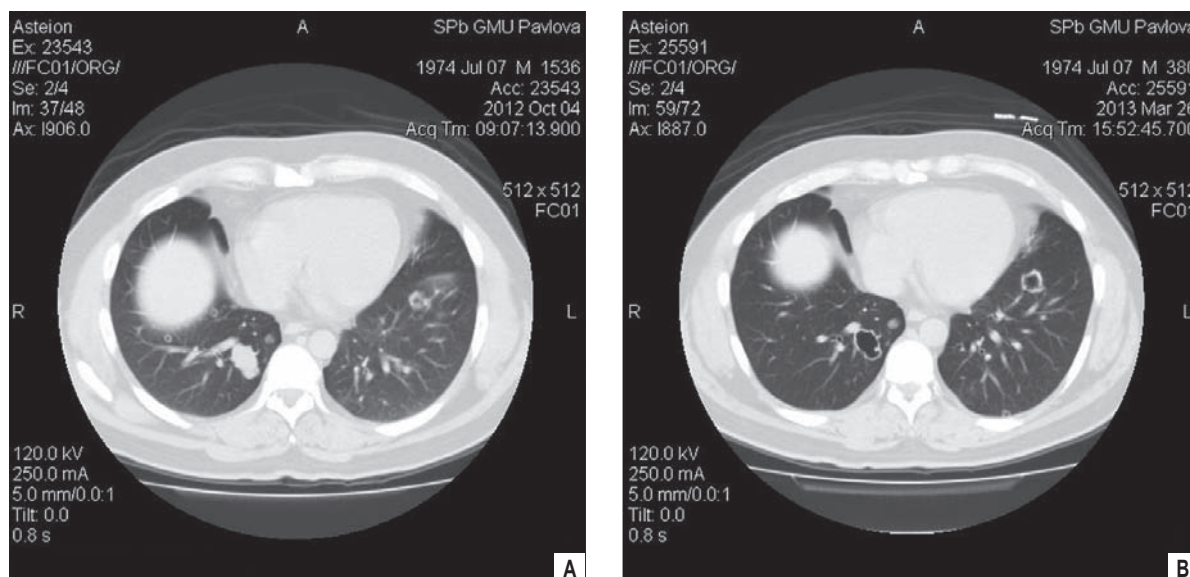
А – компьютерная томография органов грудной клетки от 04.10.12. С обеих сторон выявляются множественные новообразования мягкотканой плотности неправильной формы. Мягкотканый инфильтрат в S10 нижней доли правого легкого. В – контрольная компьютерная томография органов грудной клетки от 26.03.13: по сравнению с результатами, полученными 04.10.12, отмечается формирование толстостенной полости в месте ранее визуализированного инфильтрата в S10
